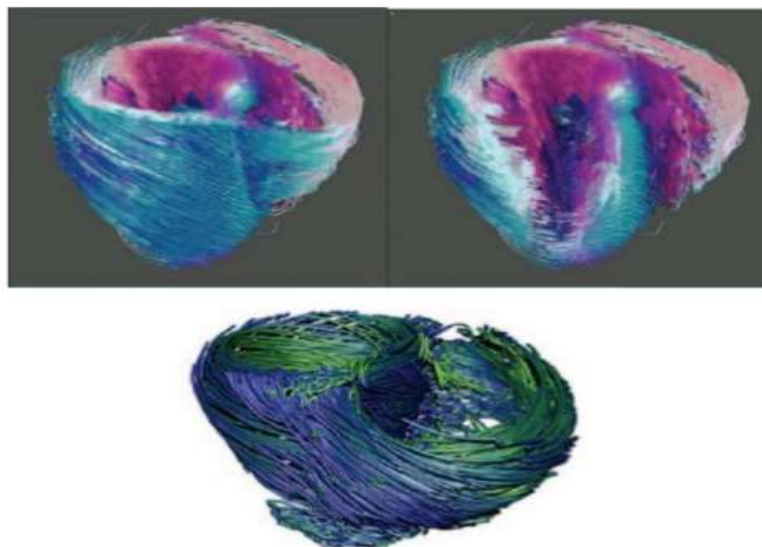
Architecture du muscle cardiaque à l'IRM
